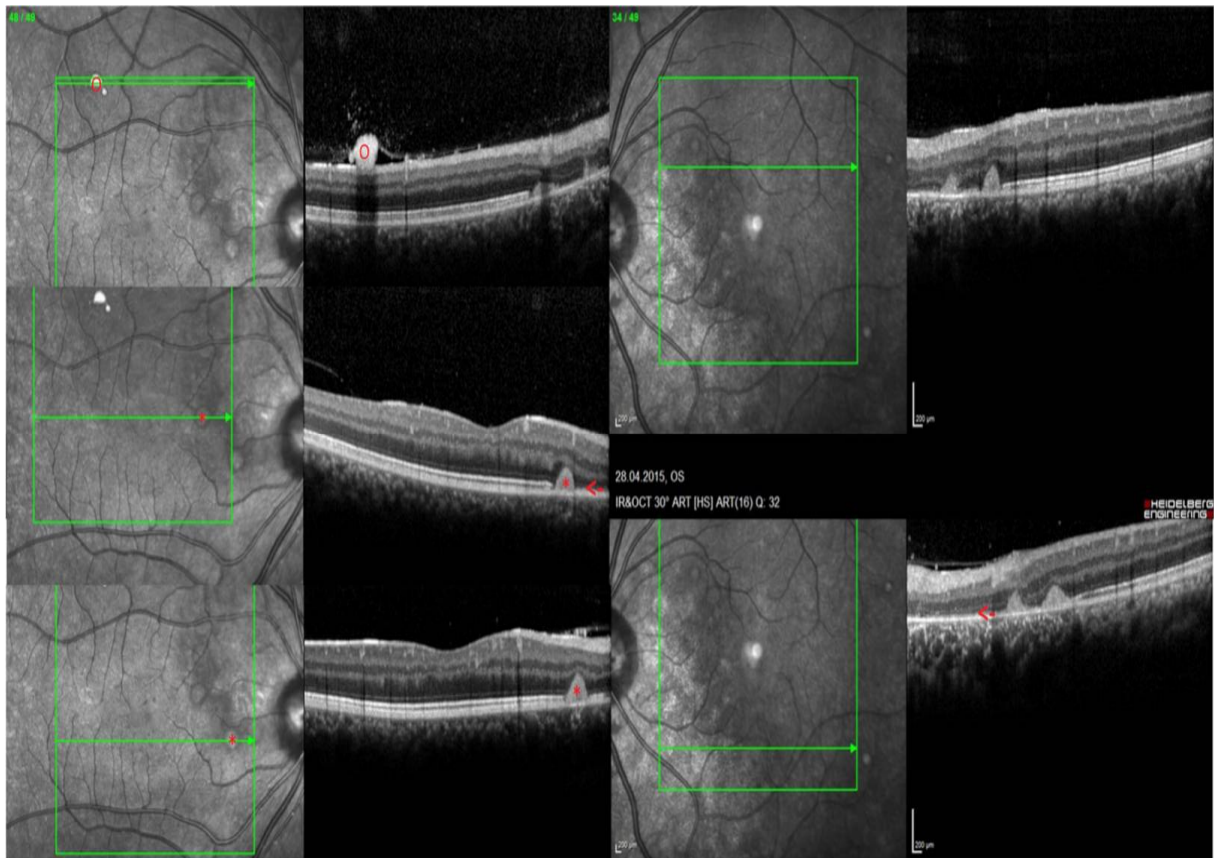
Images de tomographie de cohérence optique (OCT) de l'œil droit et gauche montrant des anomalies du segment postérieur [116].
